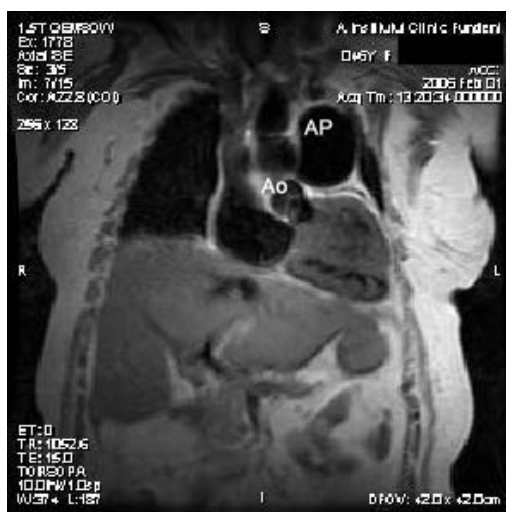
Rezonanță magnetică: secțiuni axiale arătând trunchiul arterei pulmonare și bifurcația ei și relația strânsă cu rădăcina aortei
